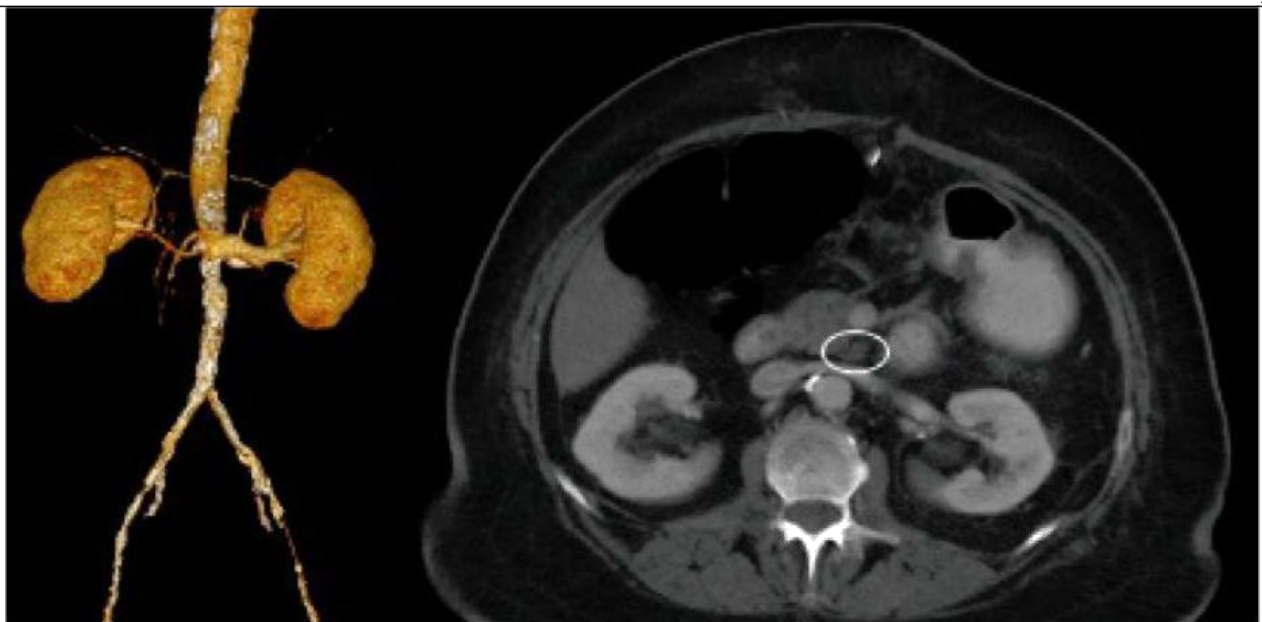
КТ-ангіографія у пацієнта з гострою артеріальною ішемією. На КТ-зрізах продемонстрований локальний тромбоз верхньої мезентеріальної артерії на фоні оклюзійного атеросклерозу аорто-здухвинного сегменту та окклюдії черевного стовбуру та нижньої брижової артерії, який призвів до гострої мезентеріальної ішемії.
